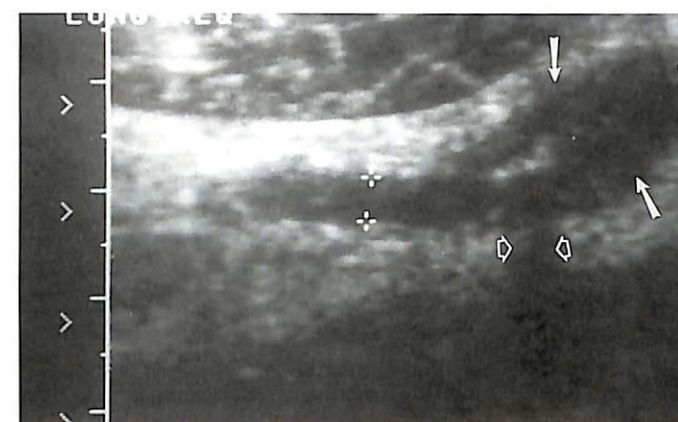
Очаговый аппендицит с аппендиколитом. При УЗИ нижнего правого квадранта живота на продольном срезе выявляется неизменная проксимальная часть аппендикса с максимальным диаметром 4 мм (курсоры) и расширенный в виде луковицы дистальный отдел аппендикса (стрелки). Обратите внимание на эхогенный камень аппендикса, дающий акустическую тень (открытые стрелки).
